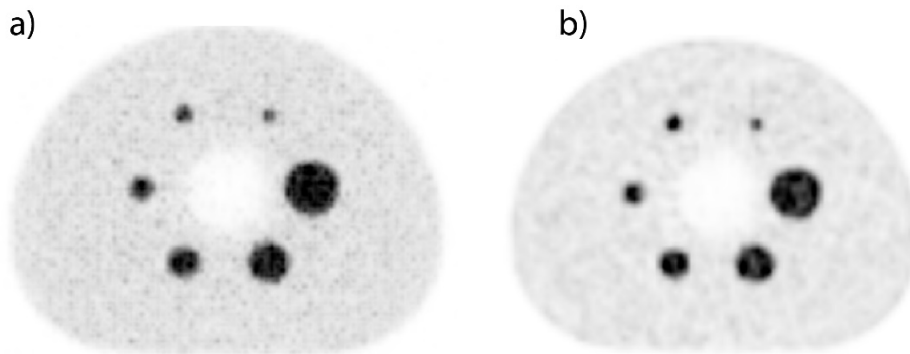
Reconstrucción de imágenes PET de un fantoma NEMA/IEC.
